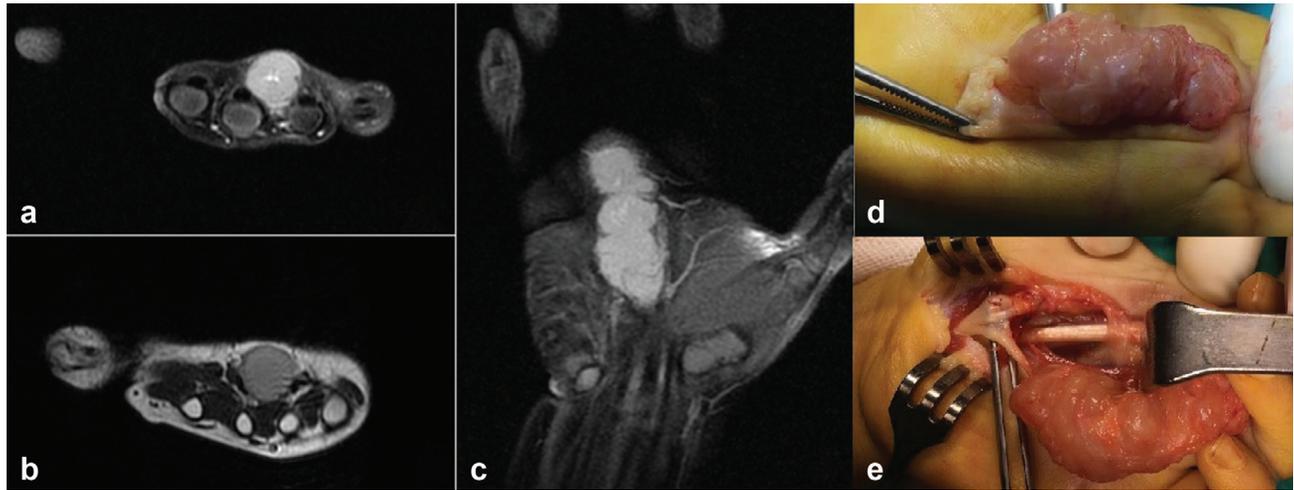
a,b,c) na RM, a lesão mede aproximadamente $4 \times 1,5 \times 2$ cm, localizada entre o 3° e o 4° metacarpos da face volar esquerda, adjacente ao tendão flexor, hipointensa na sequência T1, hiperintensa na sequência T2. d,e) nas imagens intraoperatórias, a lesão parece envolver o ramo lateral do nervo mediano.
